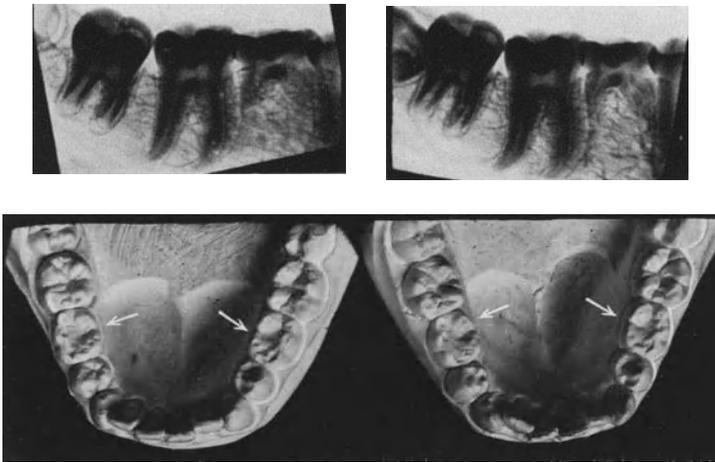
Nichtanlage der  $\overline{5|5}$  bei beiden eineiigen Zwillingen Nr. 2 (Alter 12 Jahre). Unterkiefermodelle und zugehörige Röntgenaufnahmen.
